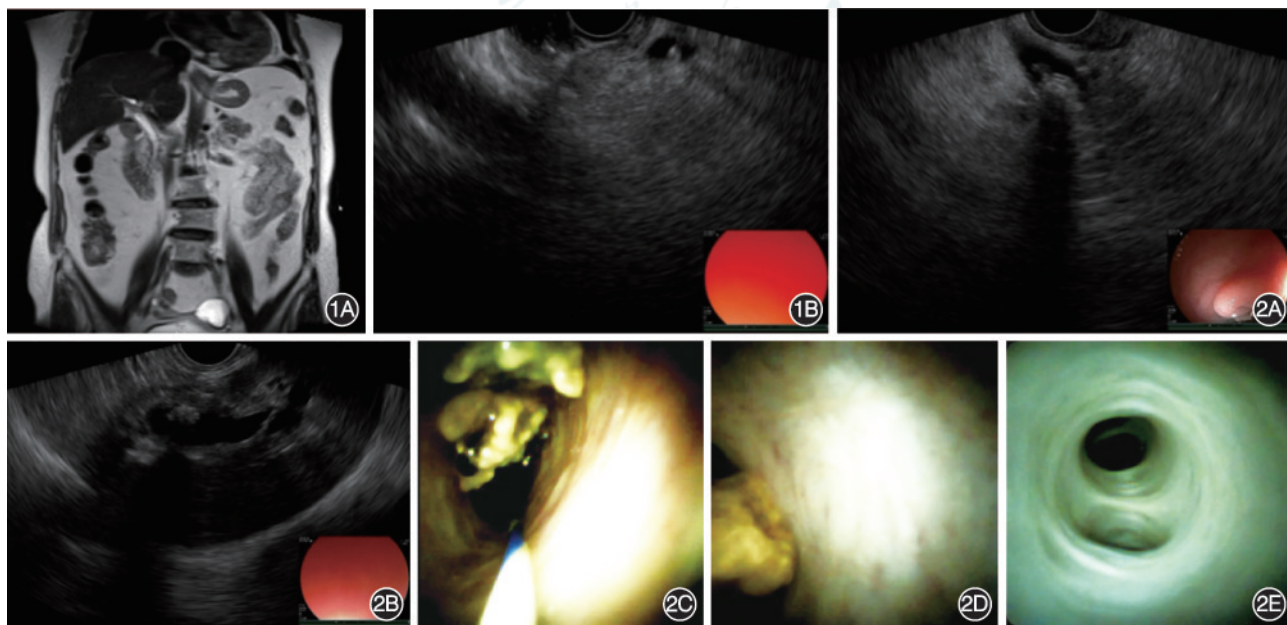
同一例患者不同检查方法检查结果 1A:磁共振胰胆管成像提示胆总管直径约6 mm,未见明显结石征象;1B:超声内镜提示胆总管胰腺段可见0.4 cm×0.4 cm略高回声光团,诊断胆总管下段结石 图2 超声内镜及SpyGlass直视化系统诊断胆总管及肝内胆管多发结石 2A:超声内镜见胆总管中下段多发强回声光团;2B:超声内镜见肝左叶胆管内多发结石征象;2C:SpyGlass直视化系统见胆总管下段大量结石;2D:SpyGlass直视化系统见肝左后叶胆管内结石;2E:经内镜逆行胰胆管造影取石后,SpyGlass直视化系统探查无结石残留
